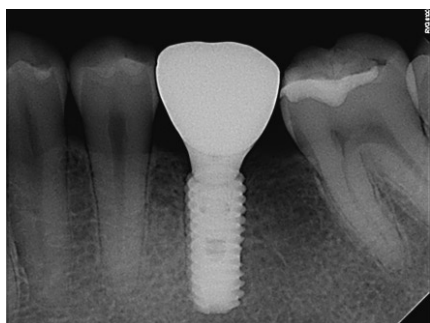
Periapical X-ray taking at final setting of implant prosthesis.
